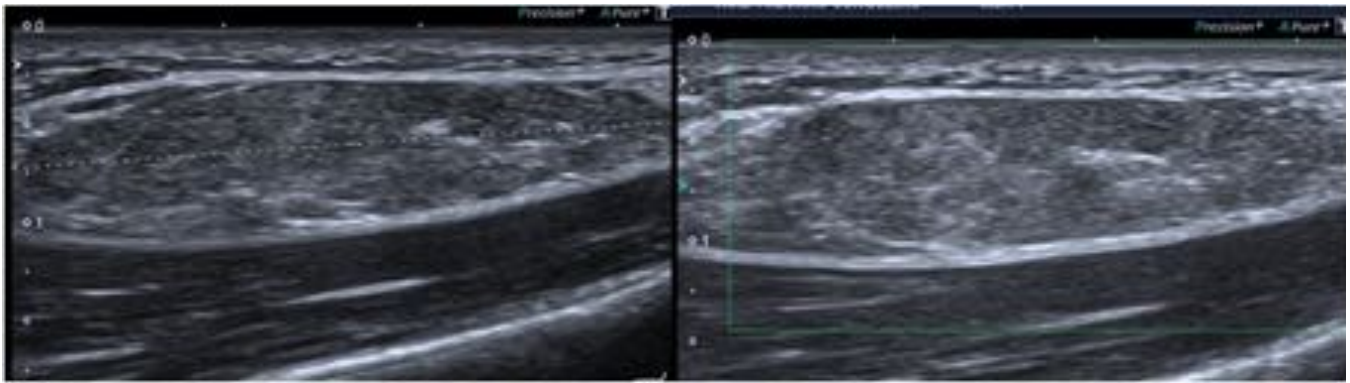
Fig. 4. Paciente que acude por bultoma en región dorsal del pie. Ecografía: en región dorsal del pie, coincidiendo con el bultoma, en el plano profundo del tejido celular subcutáneo, superficial al plano muscular, se observa una lesión de 3,5 cm discretamente ecogénica con estriaciones lineales, avascular y de bordes bien definidos . Hallazgos sugestivo de tumoración de estirpe lipomatosa (lipoma).
